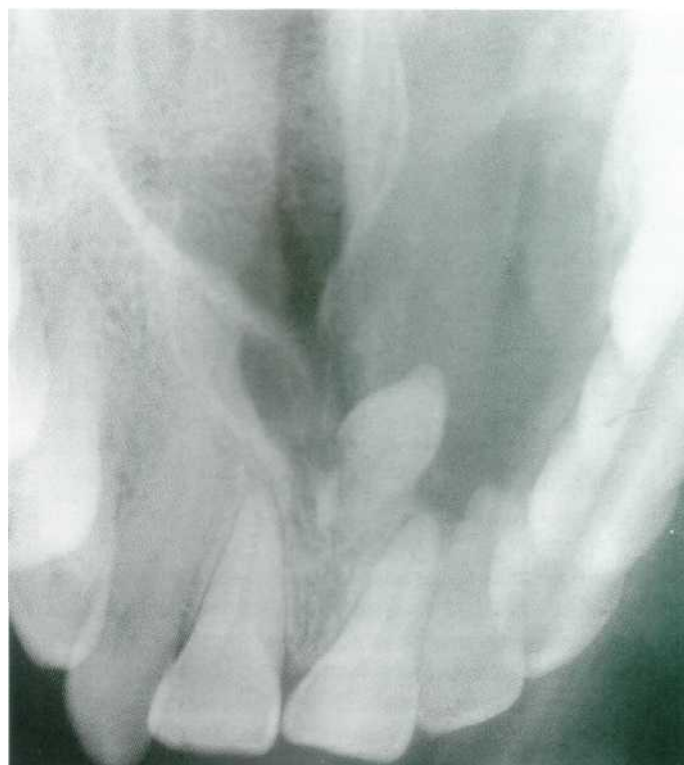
Quiste folicular originado en un diente supernumerario (radiografía oclusal).
